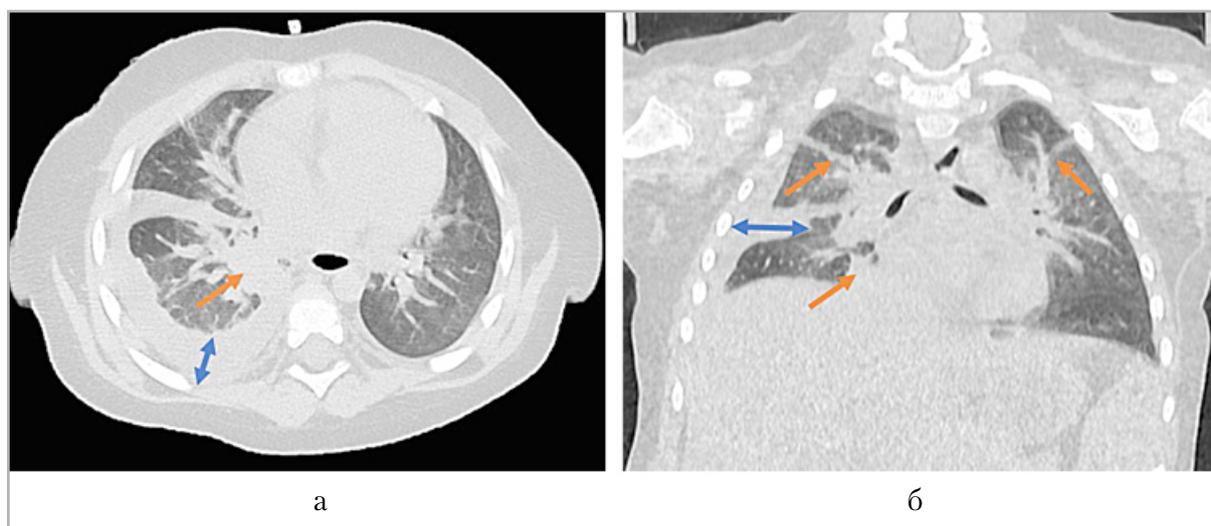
Повторные мультиспиральные компьютерные томограммы органов грудной клетки без контрастного усиления, оценка динамики процесса на фоне коррекции терапии: *а* — аксиальная плоскость; *б* — корональная плоскость. КТ-картина течения инфекционного процесса в верхних долях обоих легких и в прикорневых отделах S7 правого легкого, более выраженная в динамике (*оранжевые стрелки*). Двухсторонний гидроторакс (*двойная синяя стрелка*)
